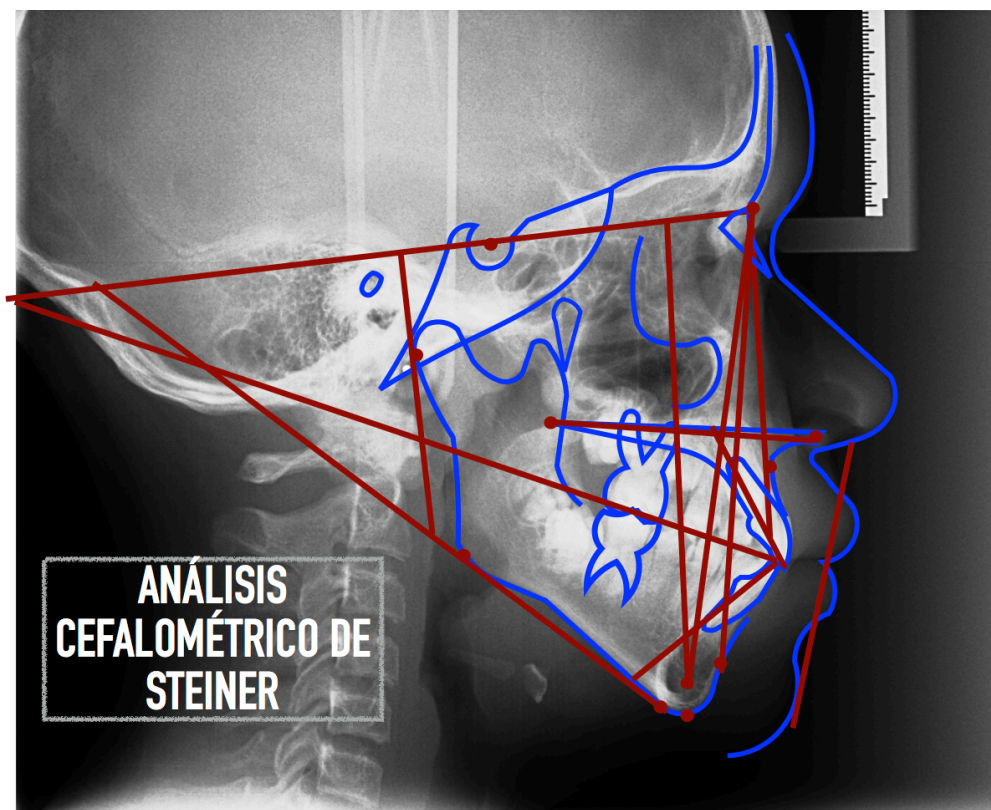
Radiografía lateral final, con trazado de Steiner del 18-08-2016
